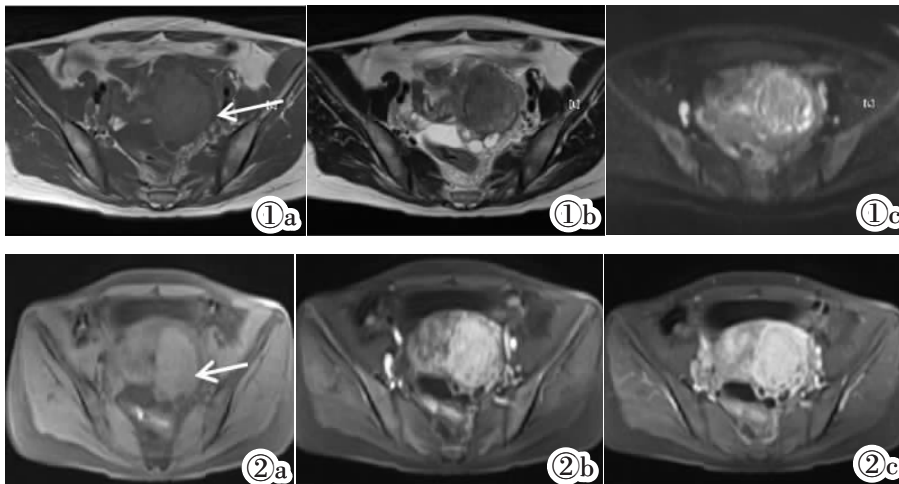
卵巢放线菌病。MRI 平扫 T_1WI 示子宫体左侧等信号肿块, 中央散发斑片状稍低信号, T_2WI 以稍低信号为主, 周边见斑片状及短条形稍高信号, 后方见数个小卵泡, 提示来源于左侧卵巢可能大, DWI 以等信号为主, 周边呈稍高信号。
